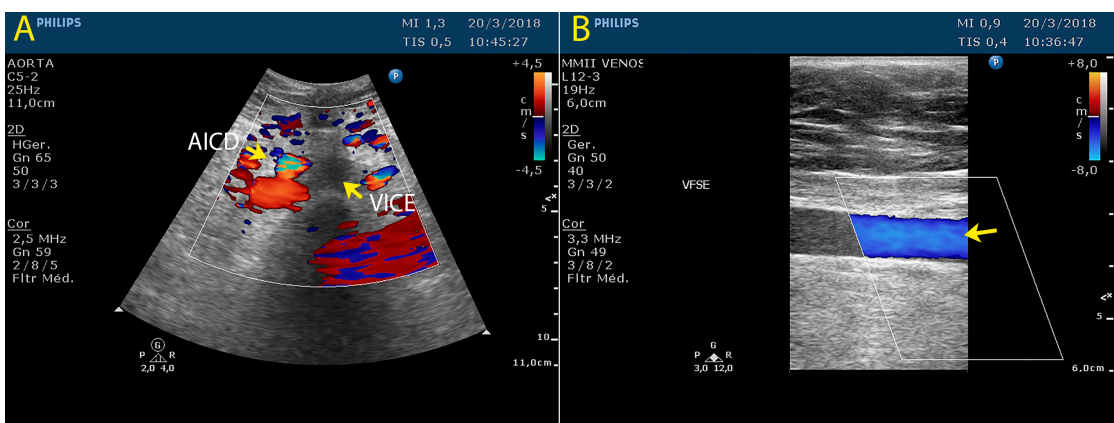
Ultrassom Doppler (USD) mostrando: (A) veia ilíaca comum esquerda (VICE) com calibre aumentado e fluxo ausente, com material hipoeico intraluminal indicando trombose venosa profunda (TVP) aguda e compressão pela artéria ilíaca comum direita (AICD); e (B) veia femoral superficial esquerda (VFSE) com calibre normal, fluxo presente e ausência de trombos.
